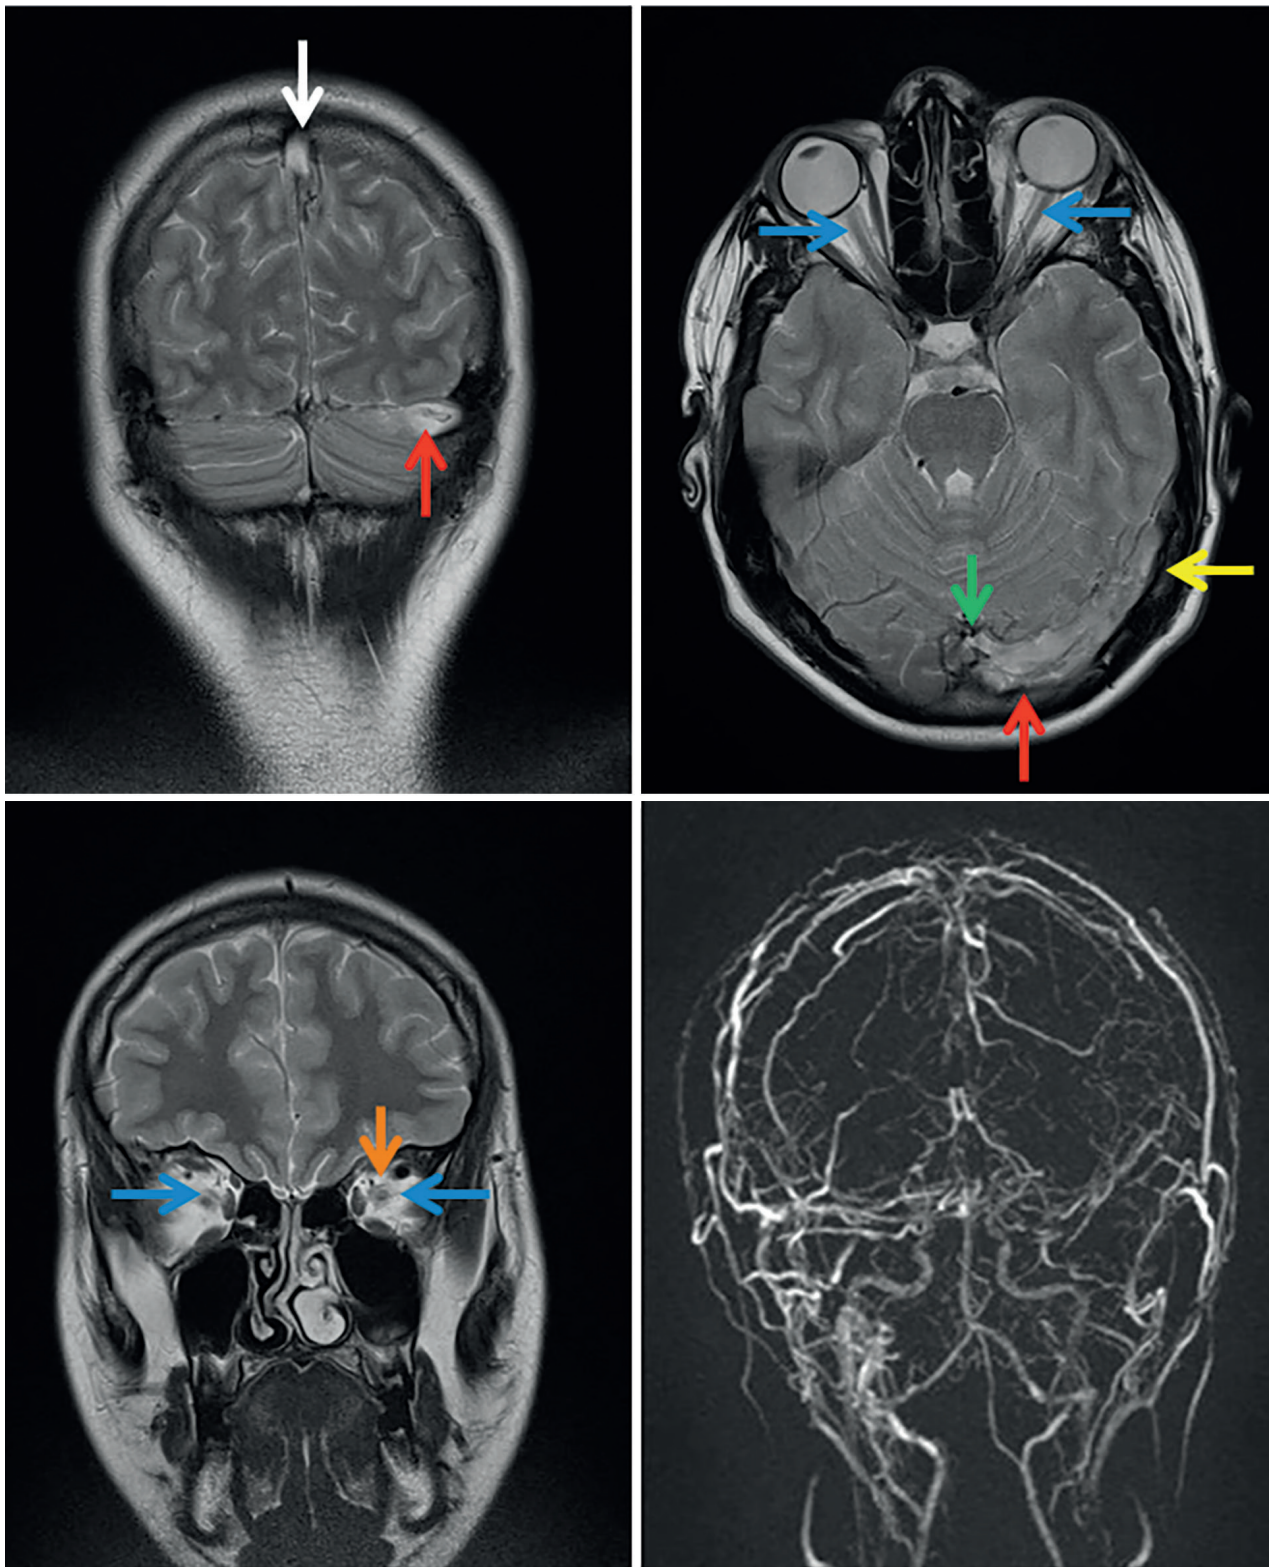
RMN y angio-RMN realizadas al paciente 1 en Urgencias. Ocupación por material hiperintenso en T1 y T2 de las luces de los senos sagital superior (flecha blanca), recto (flecha verde), lateral (flecha amarilla), transverso (flecha roja) y sigmoideo izquierdos, golfo yugular izquierdo, porción cefálica de la vena yugular izquierda y vena de Galeno ipsilateral. Se observa dilatación e ingurgitamiento de la vena oftálmica superior izquierda (flecha naranja) y aumento de calibre de las vainas de ambos nervios ópticos (flechas azules).
